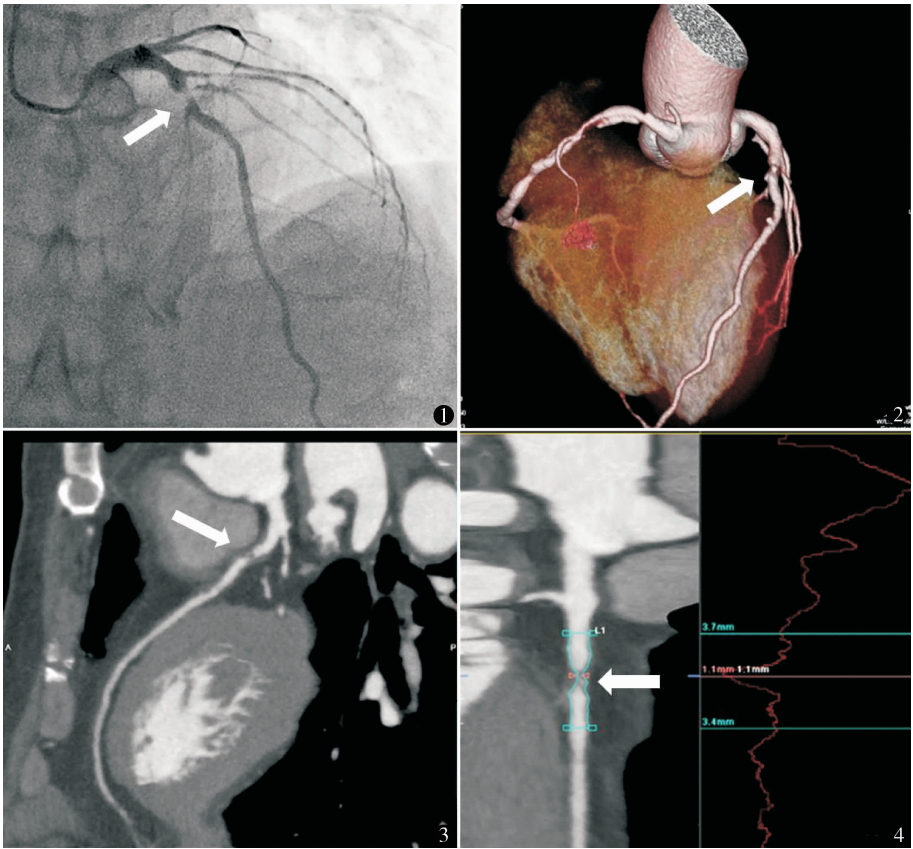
冠状动脉造影提示左前降支狭窄约 90% 图 2 冠状动脉 CTA VR 图像提示左前降支狭窄 图 3、4 冠状动脉 CTA CRP 图像提示前降支重度狭窄,管腔狭窄约 90%
